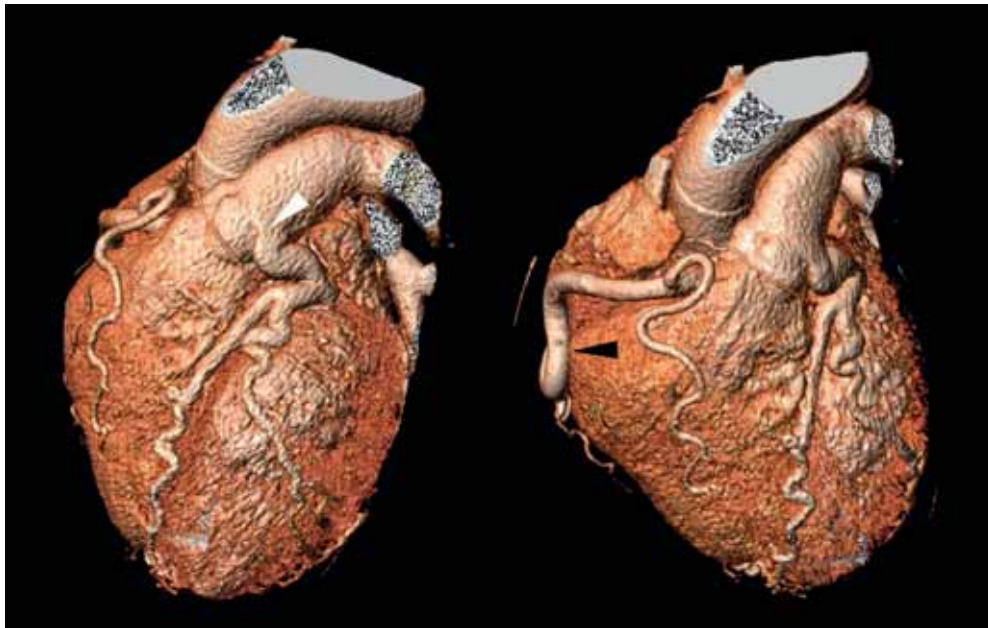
Artère interventriculaire antérieure connectée dans l'artère pulmonaire. Images TDM (rendu volumique) d'une artère interventriculaire antérieure connectée dans le sinus pulmonaire postérogauche (tête de flèche blanche). À noter une dilatation de l'artère coronaire droite (tête de flèche noire).
